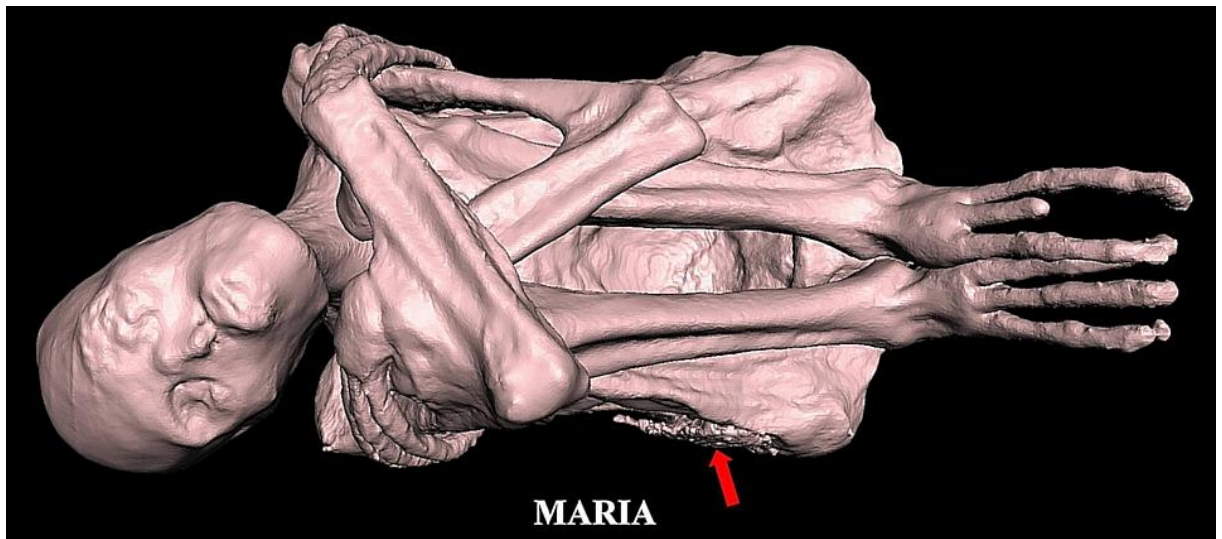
TC 3D que muestra a 'María' acostada sobre el lado derecho. Se encontró una capa de material extraño en su región iliaca derecha (flecha roja).
